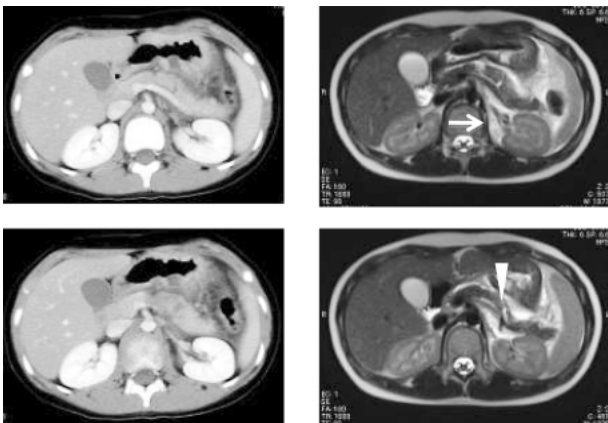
小児の脾損傷 9歳男児 造影CT+MRI:CT (左側) では脾臓の損傷はわかるが、脾管の破綻まではわからない。
